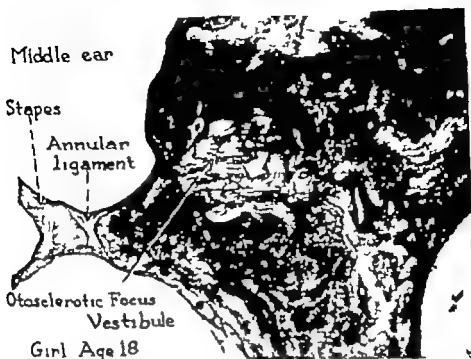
Girl of 18 with small, mature recalcified focus of otosclerosis in the middle ear. Such focus with density equal to that of the normal labyrinthine capsule would not be detected by polytomography. It is not known whether such focus might later become resorbed by pregnancy or other unknown factors. (From Fig. 228, p. 423, *Surgery of the Ear*.)
